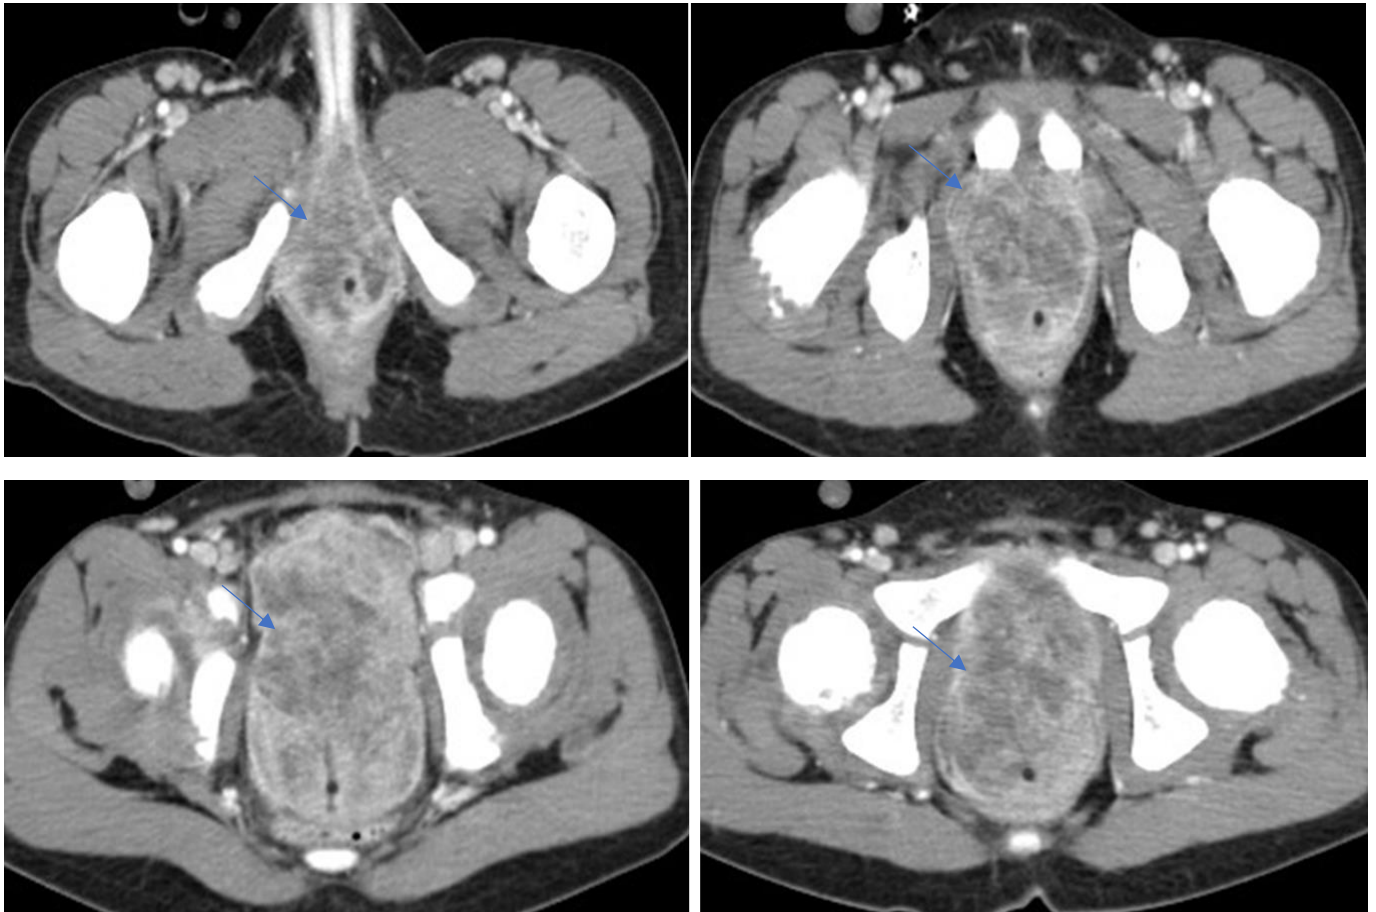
TDM abdominale en coupes axiale après injection de PDC:
